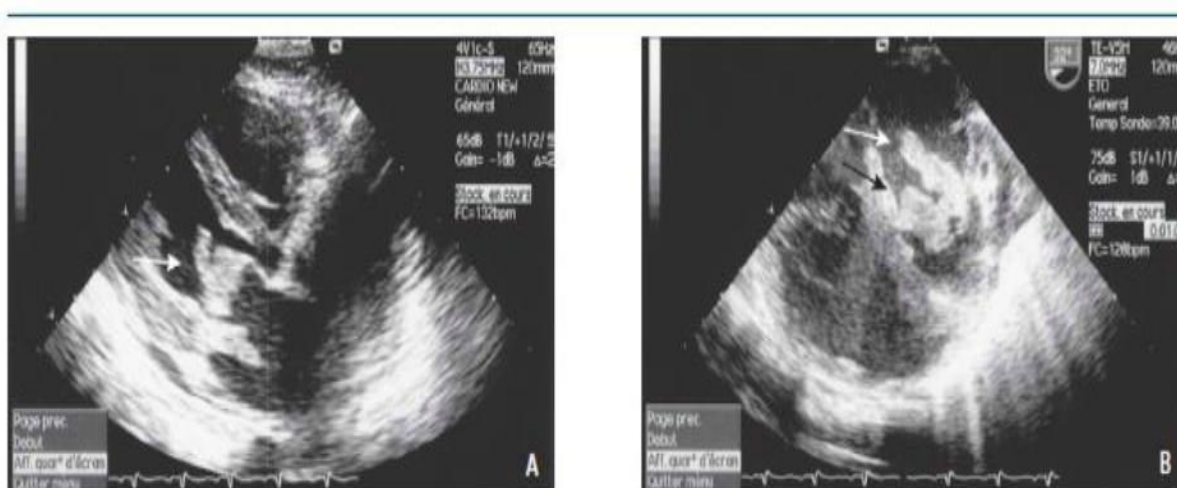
Végétation mitrale étudiée en échocardiographie transœsophagienne [46]
